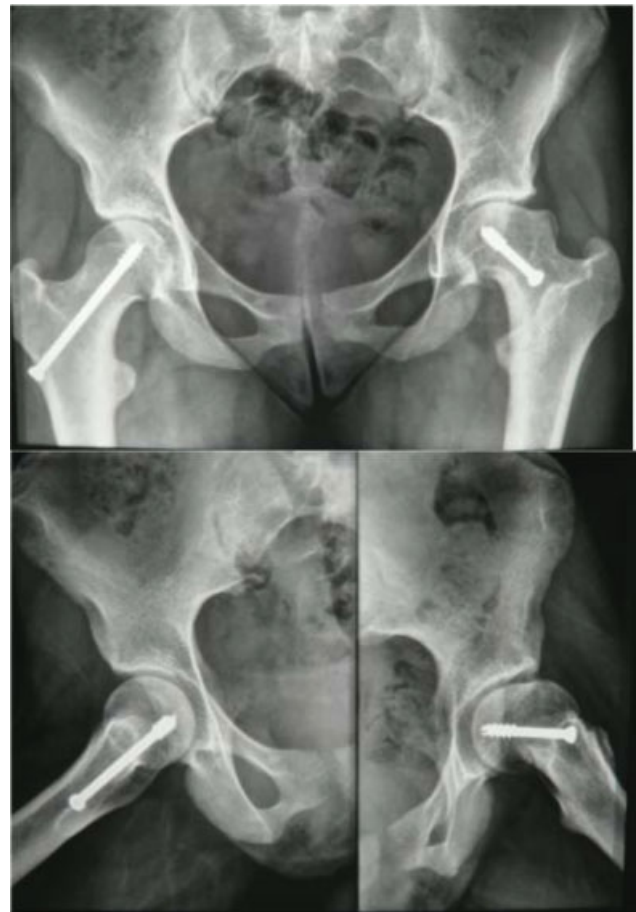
Radiografias em incidência anteroposterior da bacia (acima) e de perfil de Dunn dos quadris (abaixo) evidenciando deformidade em região anterolateral do colo femoral esquerdo, compatível com impacto tipo came.
